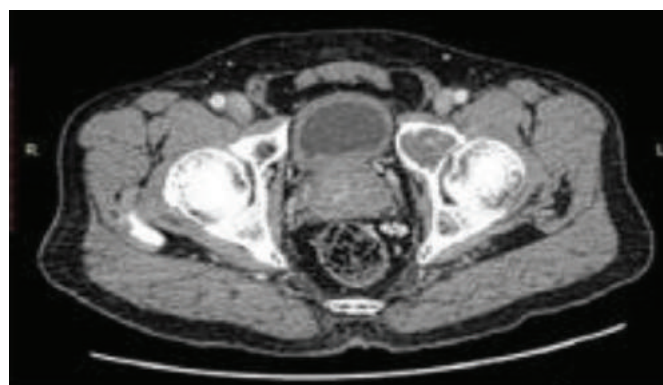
Diagnostic CT image.*
